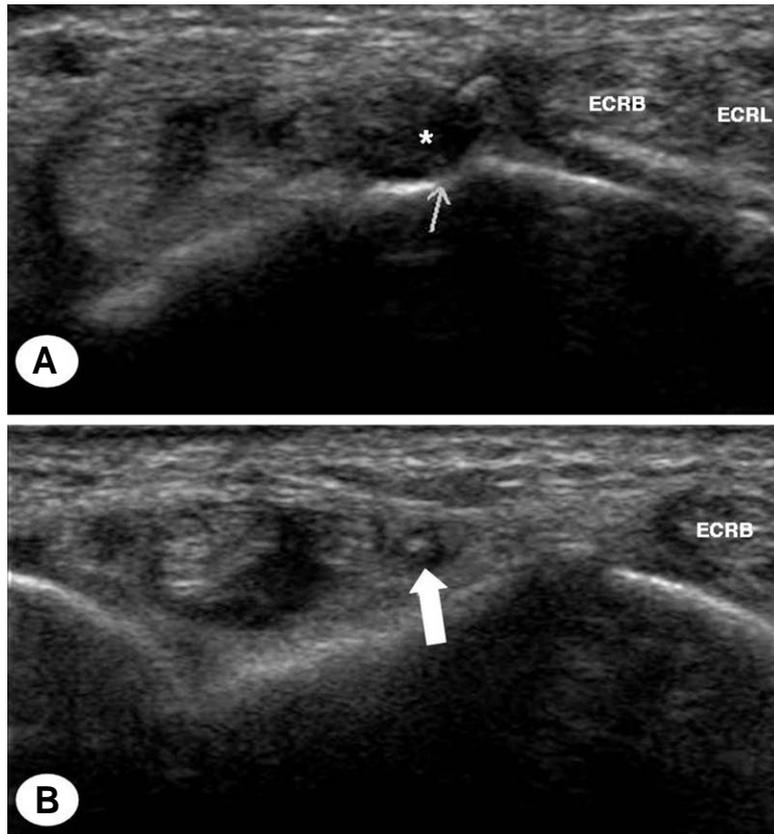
A. Ultrasonography at the Lister's tubercle revealed no EPL (*) with comparison of intact ECRL (extensor carpi radialis longus) and ECRB (extensor carpi radialis brevis). B. EPL (arrow) was ruptured and remained in the proximal portion of the third compartment Lister's tubercle.
